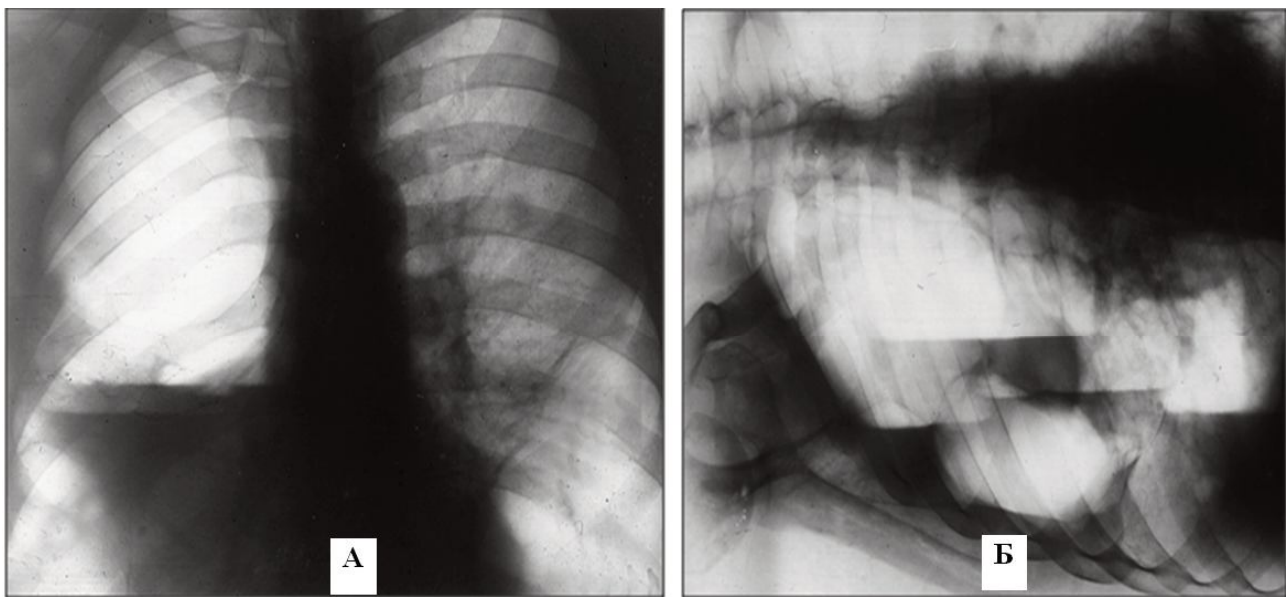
Пациент У., 36 лет. Прогрессирующая легочная дистрофия. А – обзорная рентгенограмма в прямой проекции, Б – рентгенограмма в латеропозиции на правом боку. В обоих легких (справа – субтотальное поражение, слева – в нижней доле) определяются множественные гигантские тонкостенные полости (буллы), заполненные жидким содержимым с горизонтальным уровнем (при пункции – серозная жидкость, в ряде полостей обнаружен гной). В правом легком легочный рисунок не дифференцируется, в левом легком, в непораженной верхней доле, включая язычковые сегменты, сгущен, за счет компрессии бронхосудистых структур.
